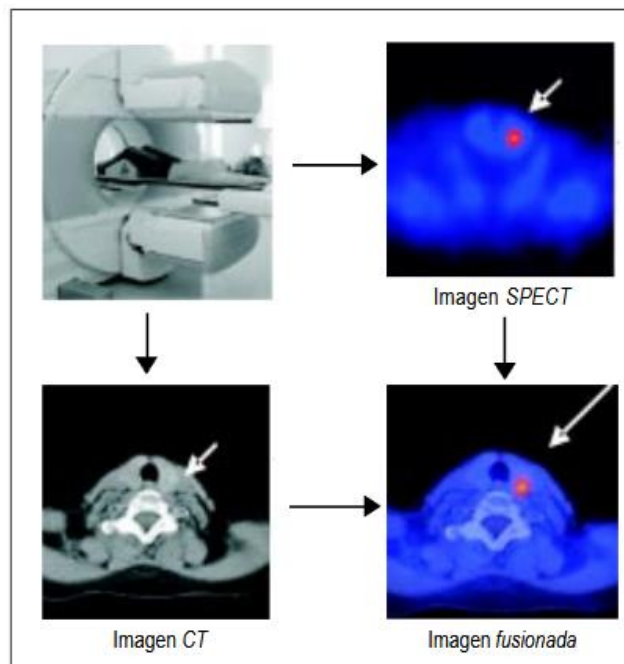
Imagen de Tomografía combinada con imagen SPECT para un mejor diagnóstico.
